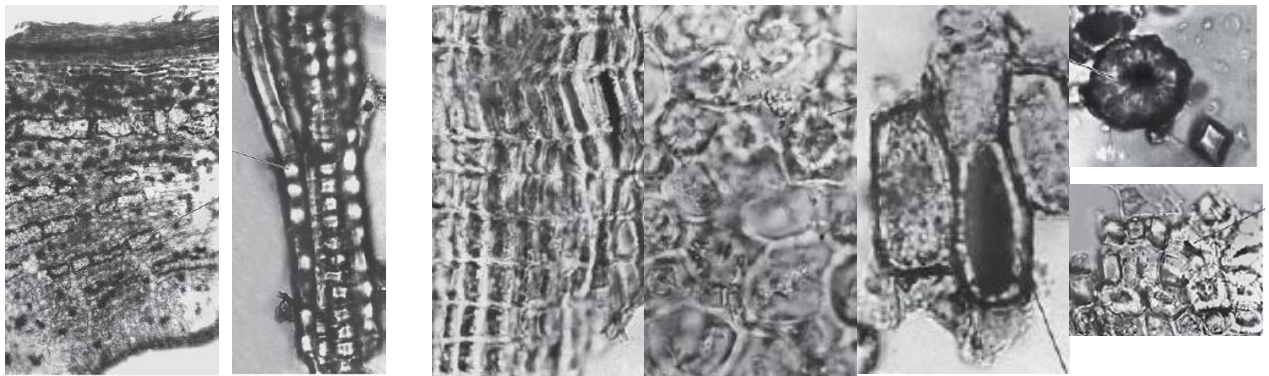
Мікроскопічний аналіз кори дуба: а – фрагменти поперечного зрізу; б – елементи порошку; 1 – багат шарова пробка; 2 – друзи кальцію оксалату; 3 – кам'янисті клітини; 4 – механічний пояс, який складається з кам'янистих клітин (3) та луб'яних волокон; 5 – групи волокон з кристалонною обкладинкою; 6 – клітини паренхіми, деякі заповнені червоно-бурими флобафенами; 7 – серцеподібні промені однорядні, зрідка – більш широкі; 8 – кристалонсна обкладинка луб'яних волокон.
